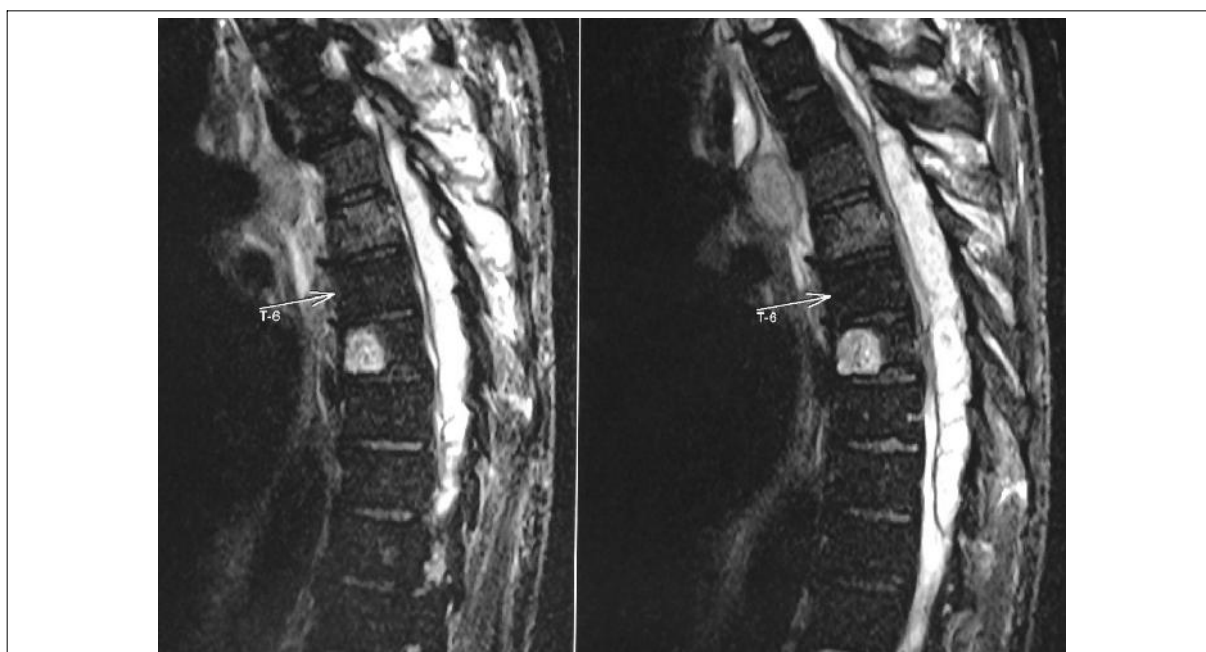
Se evidencia empiema epidural espinal en corte sagital de resonancia nuclear magnética. Se observa imagen hiperintensa de T3 a T9 en secuencia T2.
